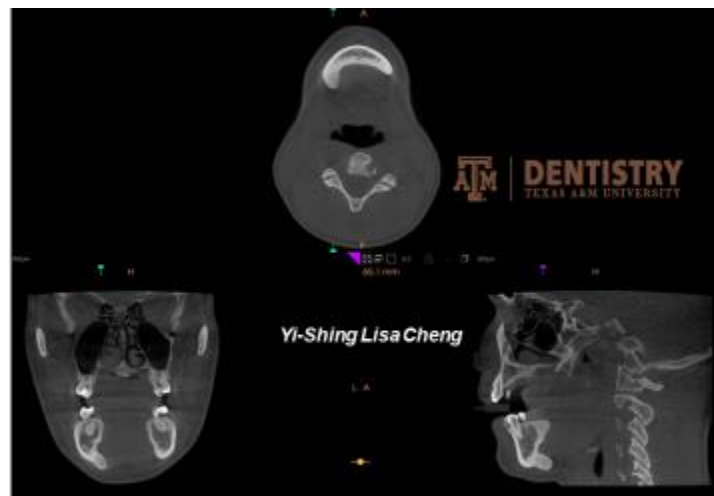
Se observa un cone beam, en que se aprecia una lesión hiperdensa con el diagnóstico de osteoma en la mandíbula del lado izquierdo del paciente, en la mandíbula zona de premolar y canino desde diferentes cortes.
